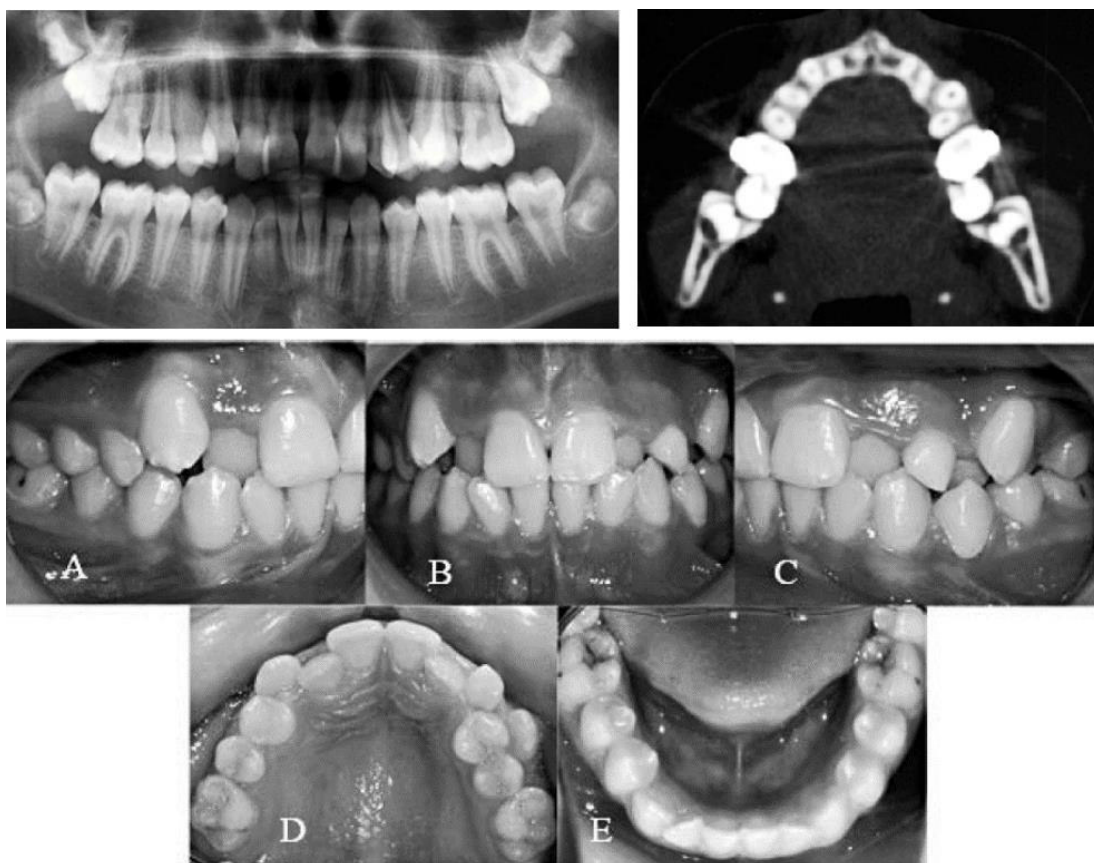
Radiografía panorámica pretratamiento; tomografía pretratamiento; fotografía intraoral de pretratamiento. ³⁸
